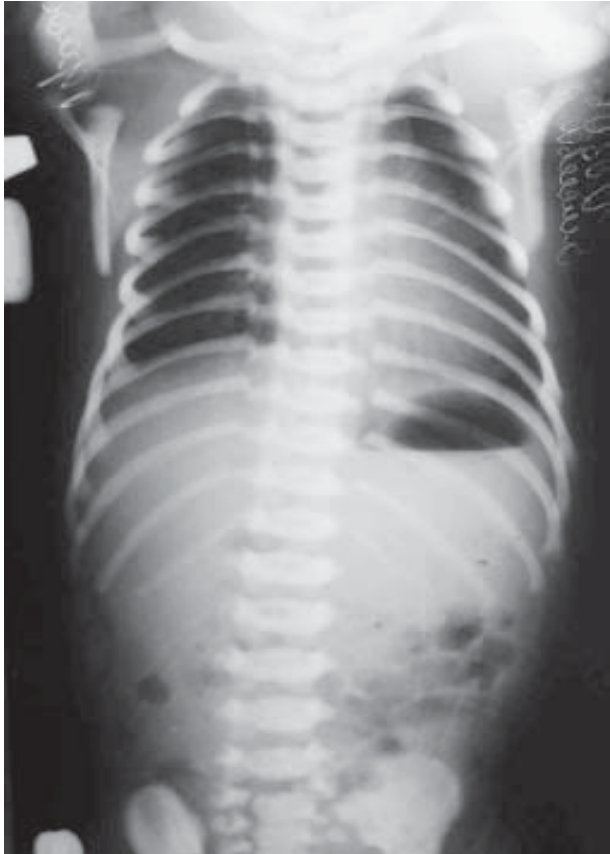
Оглядова рентгенограма при частковій дуоденальній непрохідності
